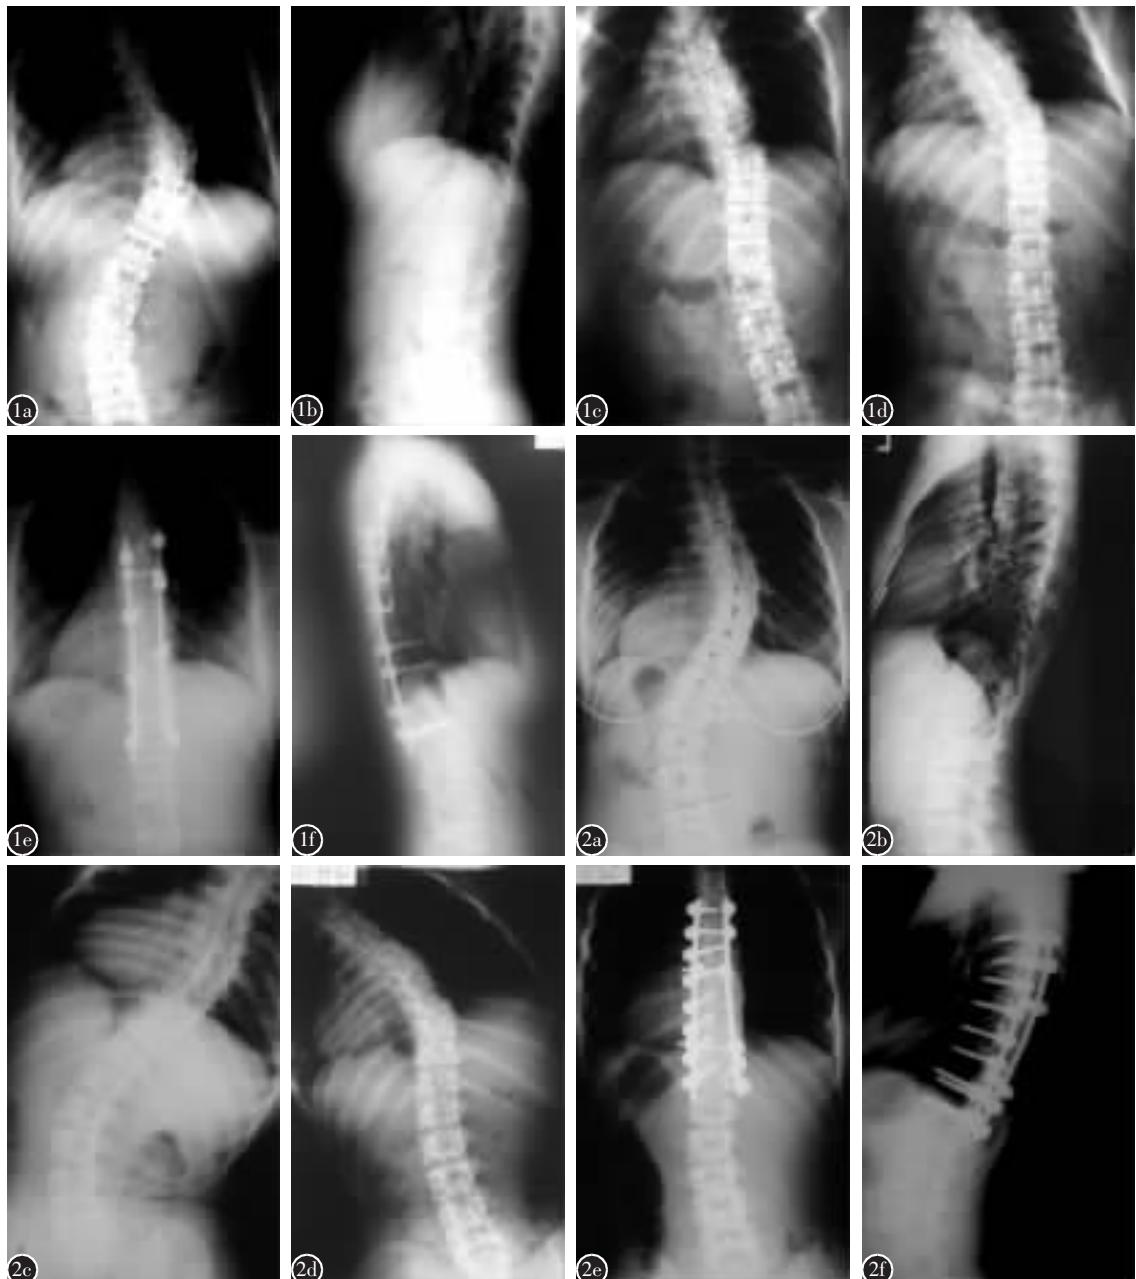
a 术前正位X线片示胸主弯冠状面 Cobb 角 54°，腰椎代偿弯 35° b 侧位X线片示矢状面存在平背畸形 c 主胸弯凸侧侧屈后残留 Cobb 角 26° d 腰椎代偿弯侧屈后残留 Cobb 角 6° e,f 应用胸腰段椎弓根螺钉+胸椎钩系统矫形固定术后4年正侧位X线片示主胸弯 Cobb 角 18°，腰椎代偿弯自发矫正良好 图2 a 术前正位X线片示胸主弯冠状面 Cobb 角 55°，腰椎代偿弯 40° b 术前侧位X线片示矢状面存在平背畸形 c 主胸弯凸侧侧屈后残留 Cobb 角 32° d 腰椎代偿弯侧屈后残留 Cobb 角 13° e,f 采用全节段椎弓根螺钉矫形固定术后4年正侧位X线片示主胸弯 Cobb 角 12°，腰椎代偿弯自发矫正良好
